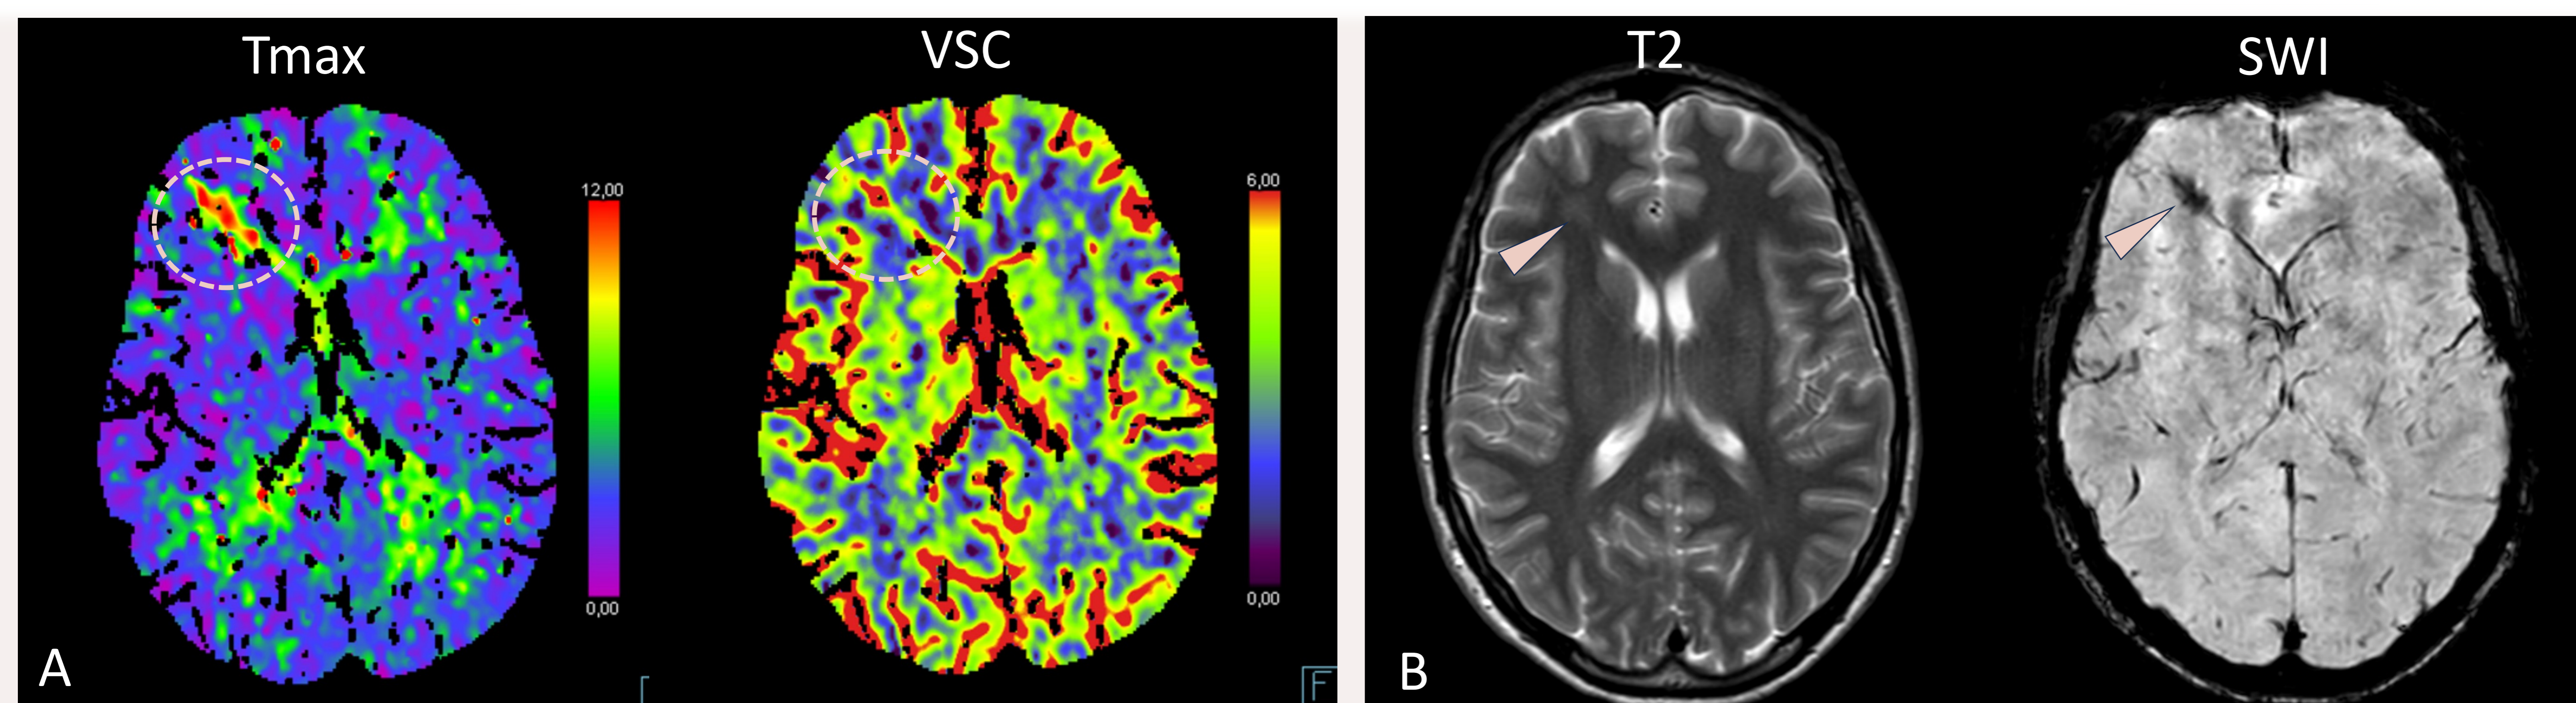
En la TCP (A) se aprecia una pequeña área de alargamiento del Tmax y aumento del VSC en la sustancia blanca subcortical frontal derecha (círculos). En la RM cerebral (B) podemos apreciar que la alteración de la perfusión observada en la TCP se correlaciona con una lesión discretamente hiperintensa en T2 y marcadamente hipointensa en la secuencia de susceptibilidad magnética (cabezas de flecha), sugestiva de telangiectasia capilar
